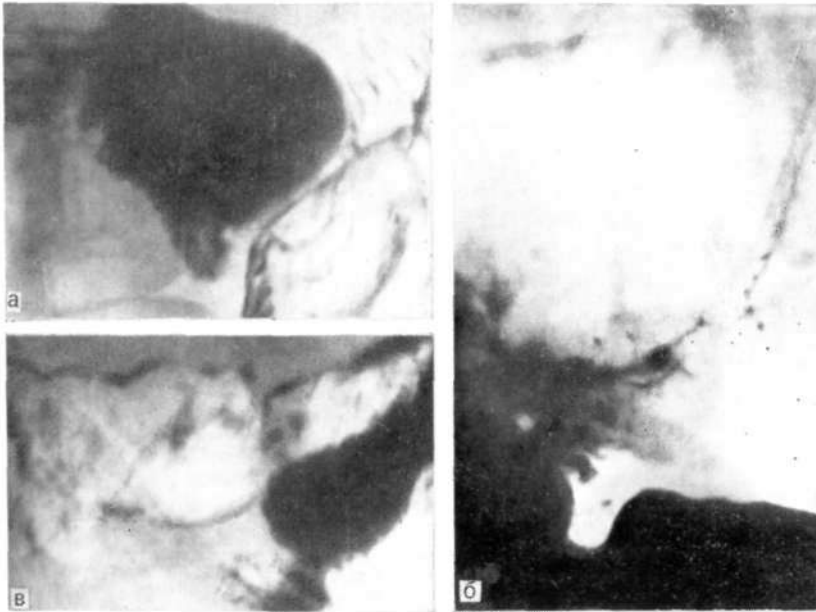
Прицельные рентгенограммы при предязвенном состоянии (эндоскопическое подтверждение).
